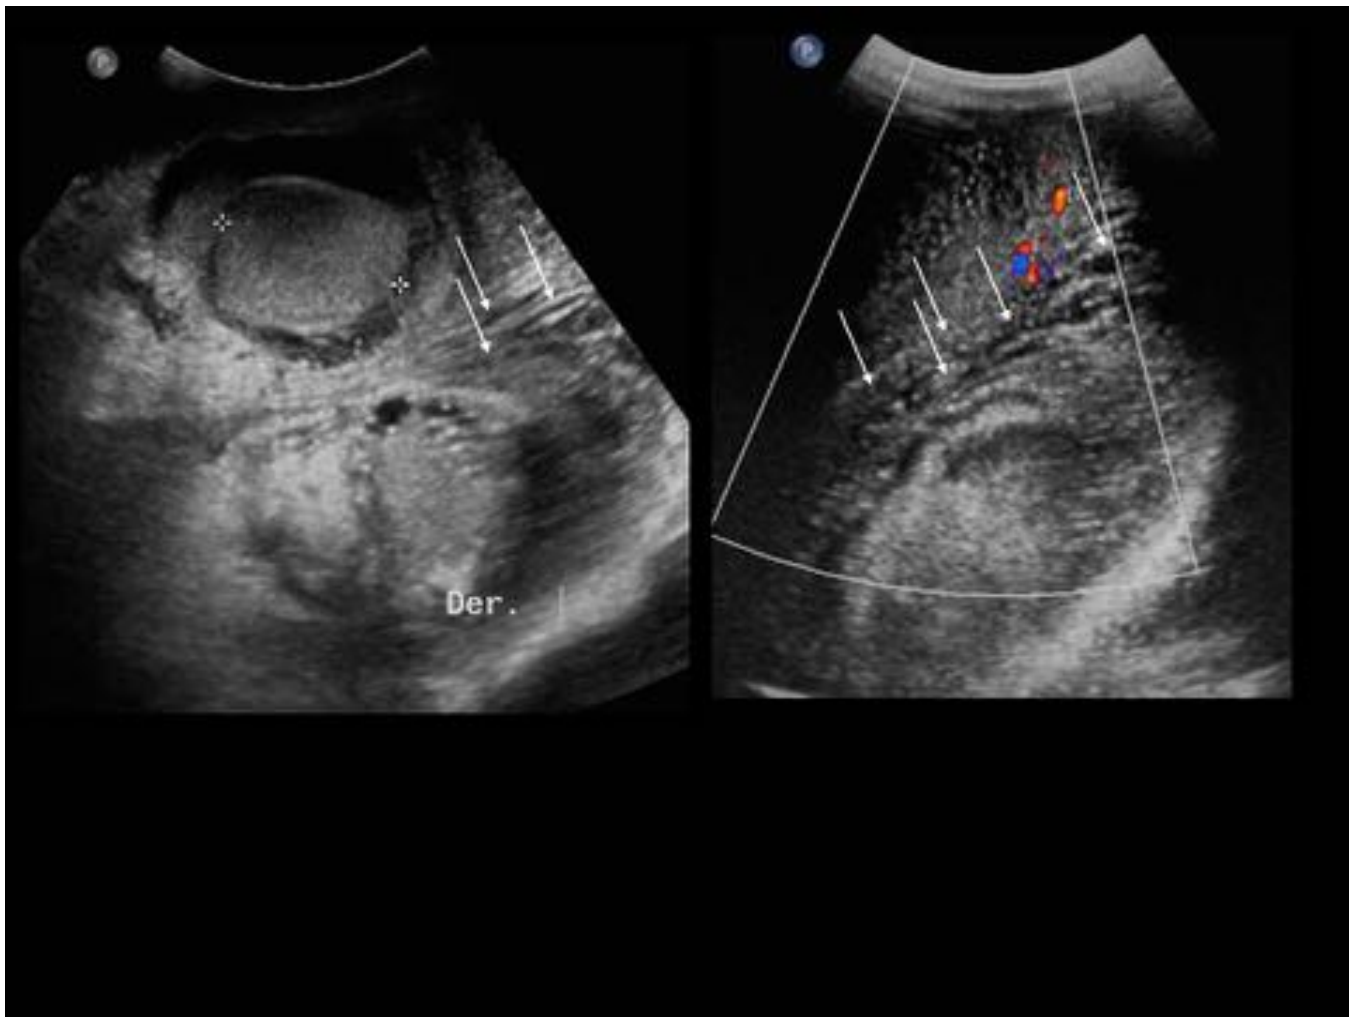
Gangrena de Fournier. En la ecografía modo B con la sonda convex se muestra un engrosamiento severo de las cubiertas escrotales de forma bilateral que se extiende hacia la raíz del pene, y que presenta láminas anecoicas de líquido (flechas), mucho más evidente con la sonda de mayor frecuencia (derecha). El paciente tenía una sepsis de origen urinario.
